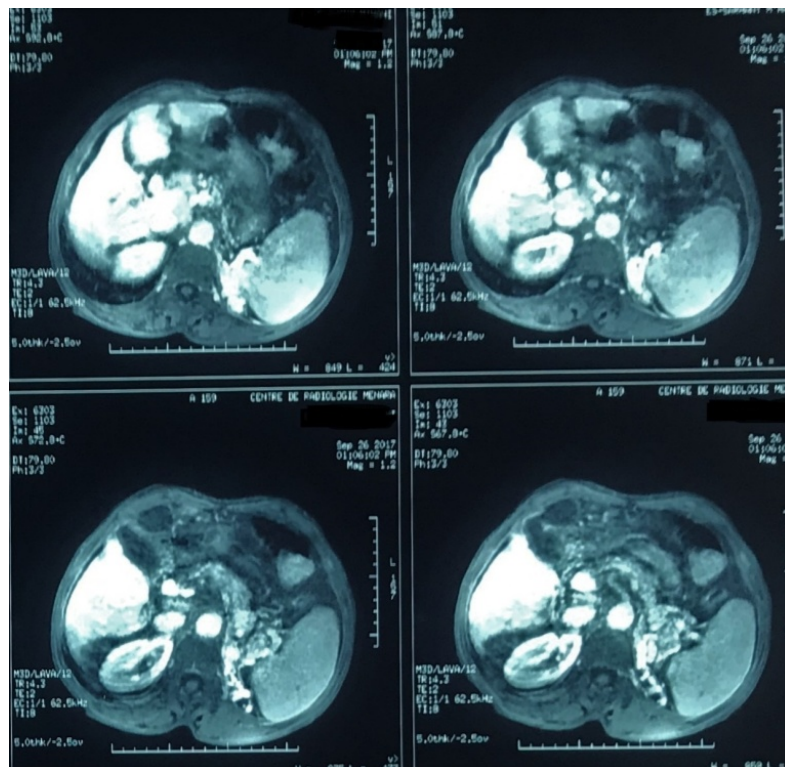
IRM abdominale d'un patient de notre série montrant une cirrhose hépatique avec hypertension portale
